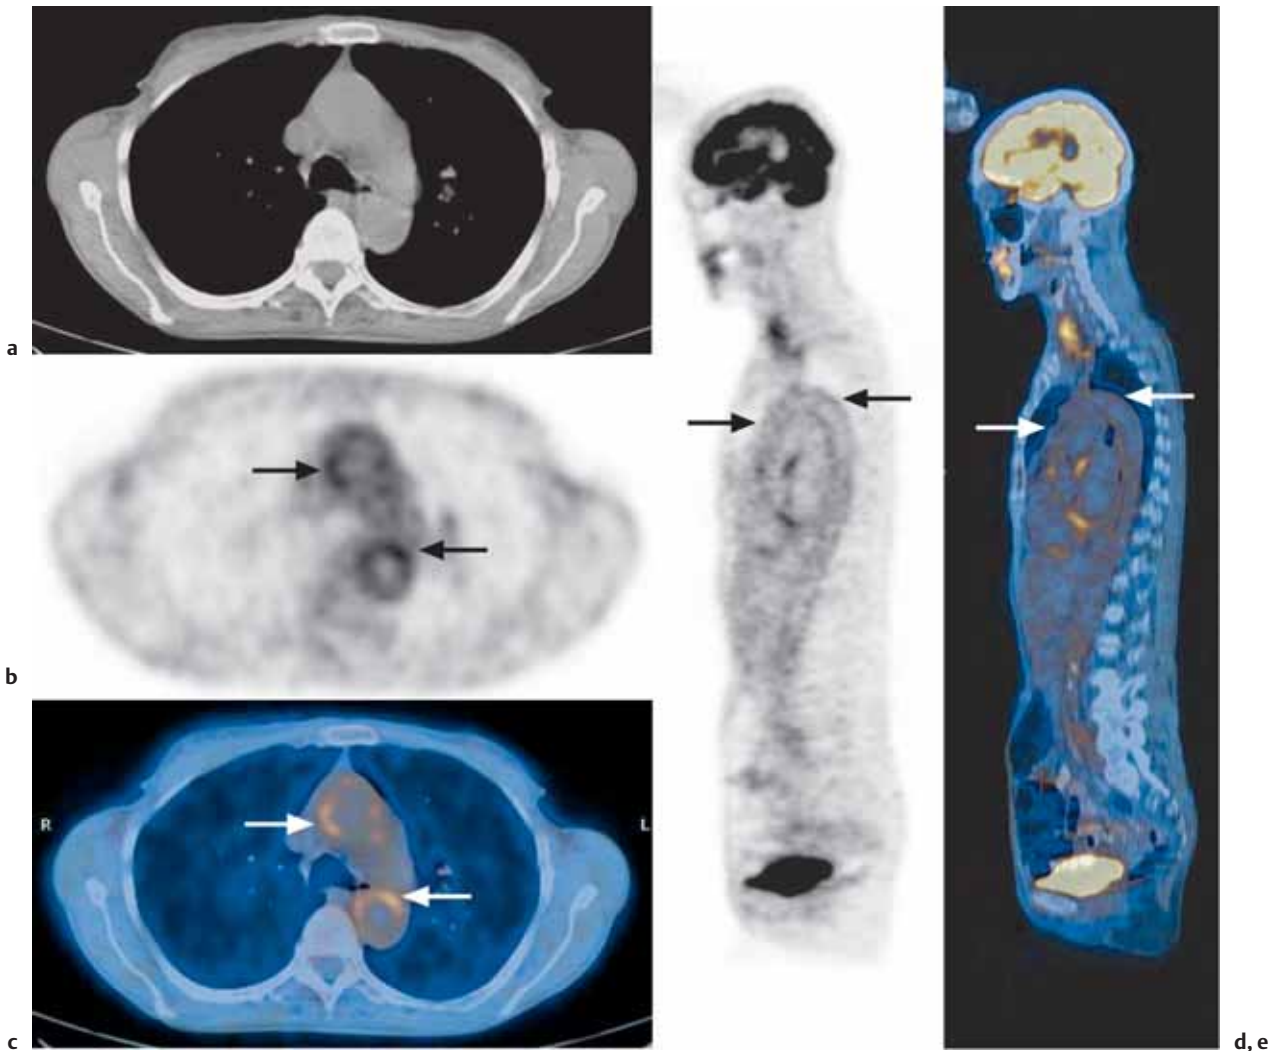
Vaskulitis der großen Gefäße bei 78-jähriger Patientin. 18-F-FDG-PET/CT (Positronen-Emissions-Tomographie mit integrierter Computertomographie).
